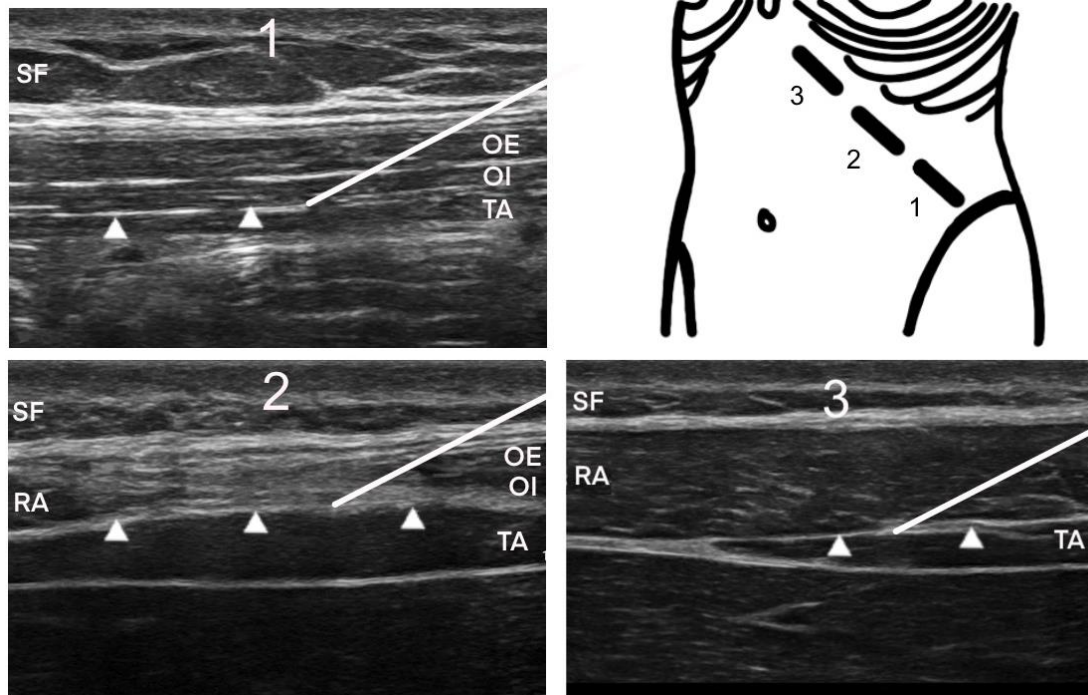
sonographische Darstellung der relevanten Strukturen des modifizierter OSTAP-Block nach Hebbard et al. Die Positionen der Linearsonde (1-3) bei den Punktionen sind im Schaubild des Abdomens rechts oben dargestellt. (1) Die Nadel (weiße Linie) wird durch subkutanes Fettgewebe (SF), den M. obliquus externus (OE) und M. obliquus internus (OI) vorgeschoben bis die Nadelspitze in der Transversus-Abdominis-Ebene (weiße Pfeile) mit dem darunter liegenden M. transversus abdominis (TA) darstellbar ist. Hier erfolgt die Applikation des Lokalanästhetikums.
